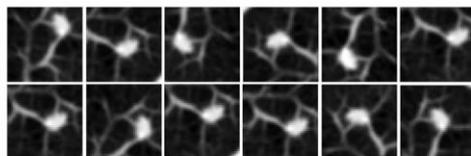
Sesión teórica inicial. Diapositiva 21. Algunos ejemplos de aplicación de la técnica de Data Augmentation para nódulos en TC de tórax y lesiones en mamografía
